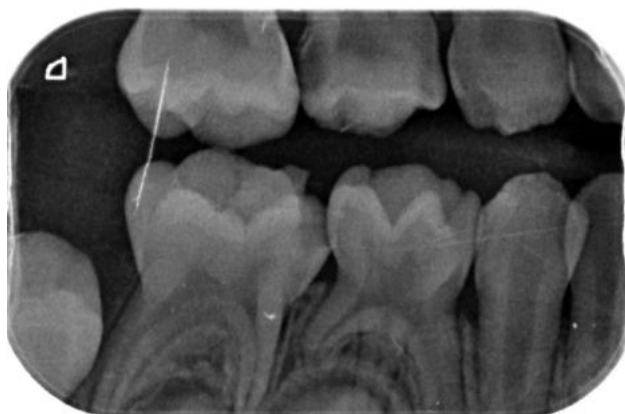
Radiografía aleta de mordida derecha: afectación de esmalte y dentina en 54, 84 y 65.
